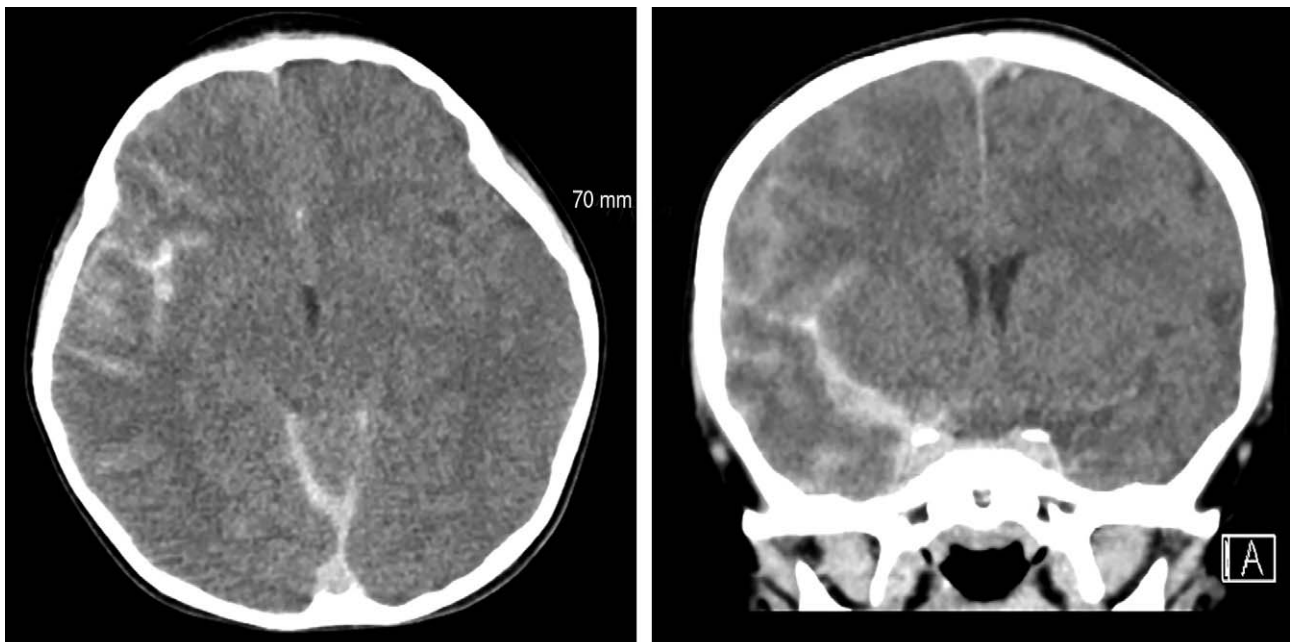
Brain computed tomography (axial and coronal view) shows multiple petechial hemorrhage and traumatic subarachnoid hemorrhage at right sylvian fissure and basal cistern.
